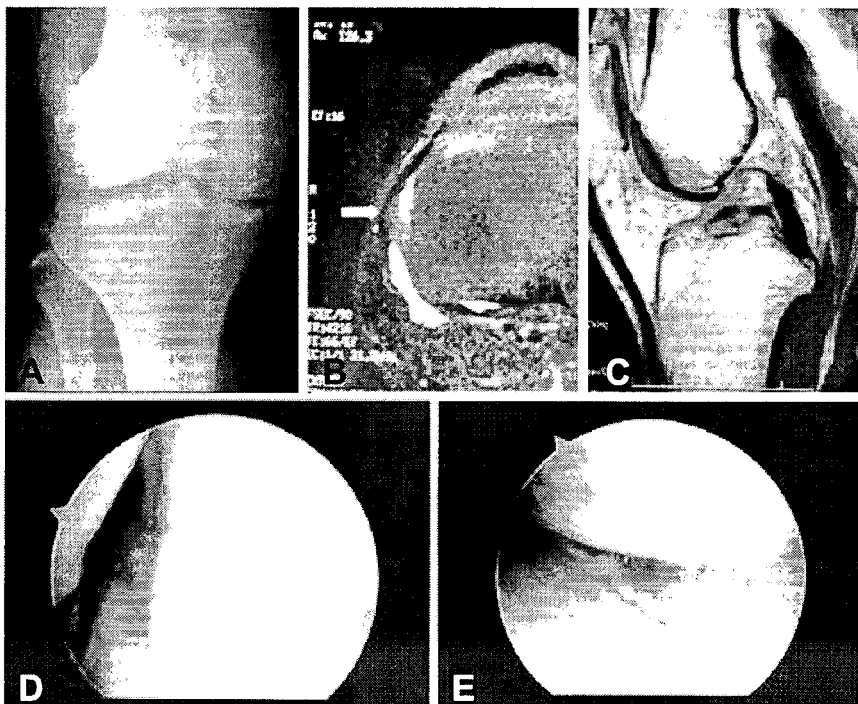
A 43-year-old man: post injury 23 years (A,B) Plain AP view and axial MRI show a spur-like lesion that has broad base with round tip, medial joint space narrowing and tibial subchondral osteosclerosis. (C,D,E) ACL tear, medial meniscus degenerative tear and articular cartilage injury in sagittal MRI and arthroscopic views.
